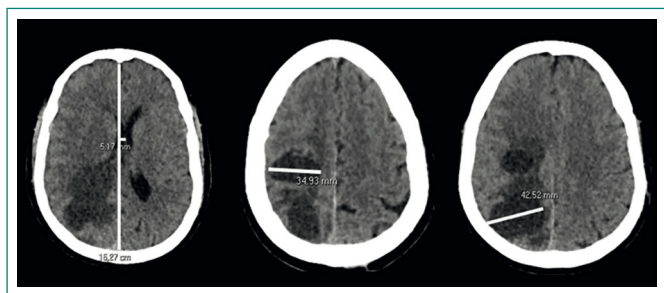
TC de SNC de ingreso. Se observan dos imágenes hipodensas de aspecto quístico en topografía frontoparietal derecha de 3,5 cm y 4,2 cm aproximadamente, asociadas a hipodensidad difusa de la sustancia blanca adyacente compatible con edema vasogénico. Línea media desviada a la izquierda 5 mm. Compresión del VL derecho. Huellas posquirúrgicas en topografía del hemisferio cerebeloso derecho con colección líquida aledaña que mide 3,8 x 5,8 cm en el plano axial, e imagen hipodensa corticosubcortical de aspecto secuelear
